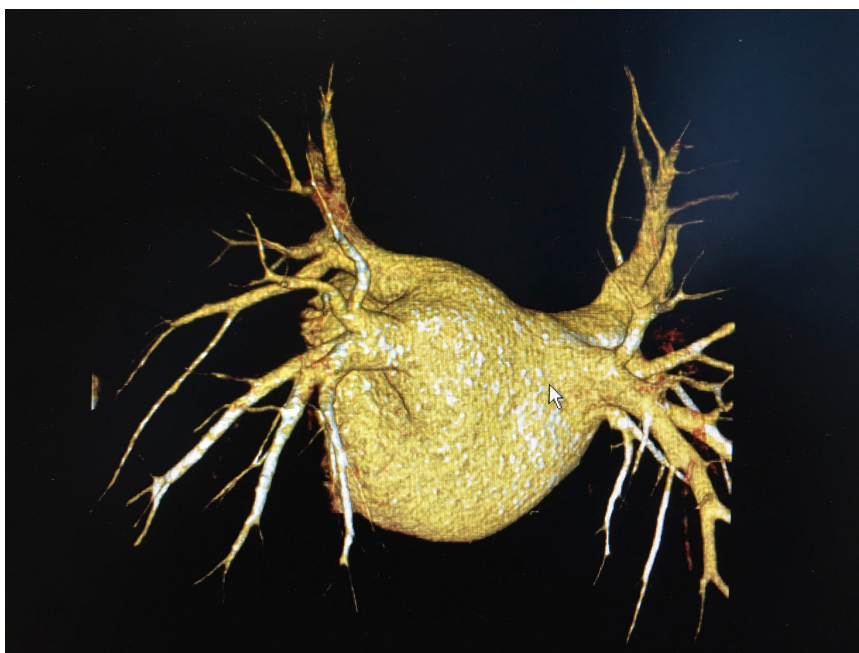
Компьютерная томография левого предсердия и устьев легочных вен. Объем левого предсердия - 218 мл.
